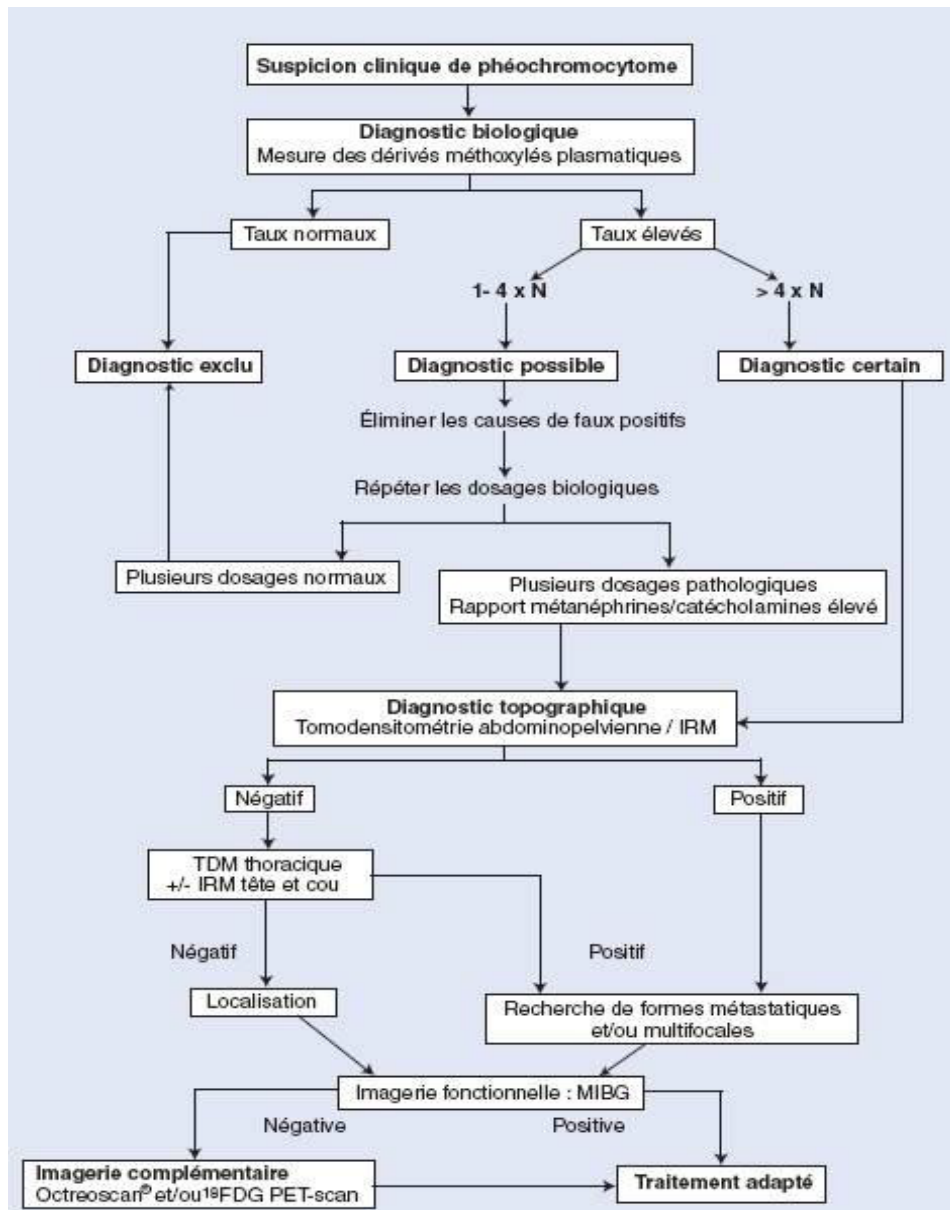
Arbre décisionnel. Diagnostic biologique et topographique des phéochromocytomes. IRM : imagerie par résonance magnétique ; TDM : tomodensitométrie ; MIBG : scintigraphie à la méta-iodobenzylguanidine, 18FDG : déoxyglucose marqué au fluor 18
